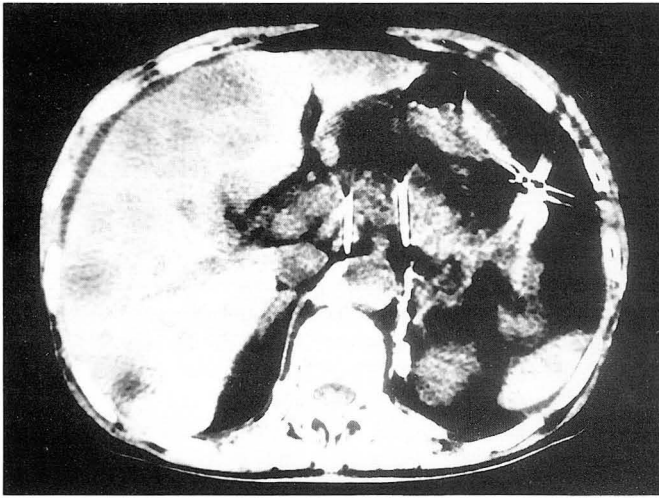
Case 2. Patient with hepatocellular carcinoma in right lobe of the liver and severe chronic abdominal pain. CT scans through the upper abdomen were obtained near the level of celiac artery.
